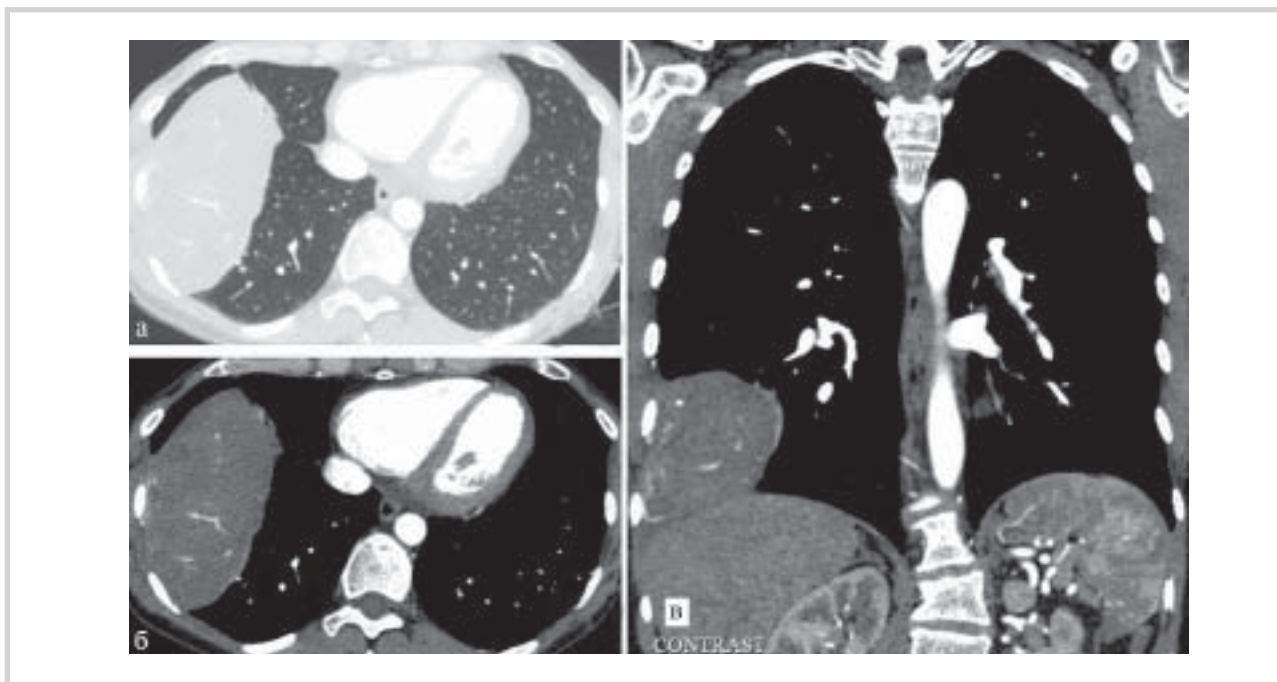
Пациентка Ж. МСКТ органов грудной клетки.
